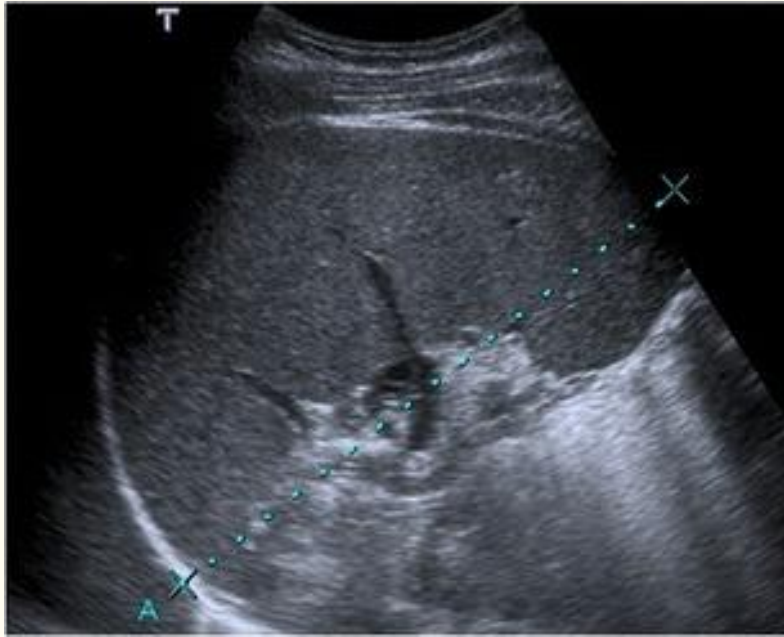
Paciente de 32 años, recién viajado desde Camerún y con antecedentes de malaria, que presenta fiebre, escalofríos, dolor abdominal generalizado y mialgia. La imagen de una ecografía abdominal muestra una espleno-megalia de 17 cm. *Plasmodium falciparum* se detectó en exámenes de sangre (el parásito se observó en frotis de sangre gruesos y los antígenos también fueron positivos)
